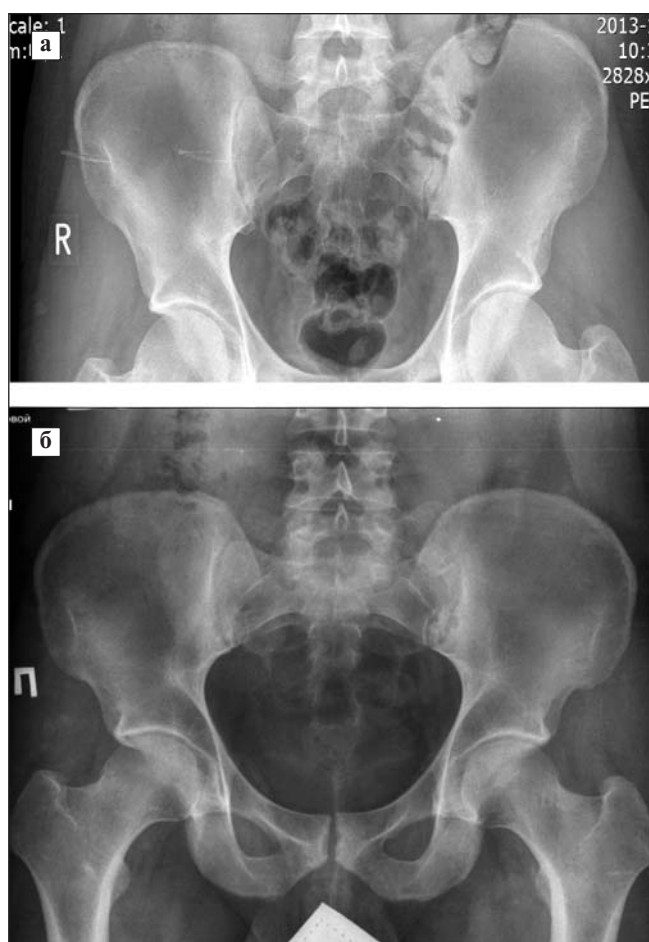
Рентгенограммы таза. Прогрессирование сакроилиита. В дебюте заболевания — двусторонний сакроилиит II стадии (а); через 6 лет применения T2T — двусторонний сакроилиит III стадии (б)
